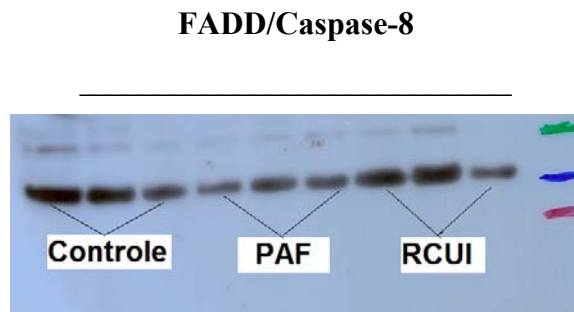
Bandas auto-radiografadas da expressão de FADD/Caspase-8 nos Grupos Controle, PAF e RCUI.
